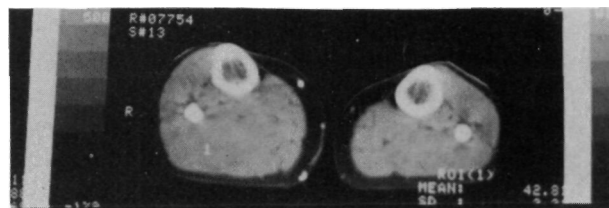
Caso número 3. Fibrohistiocitoma maligno. Hallazgos en el TAC.
